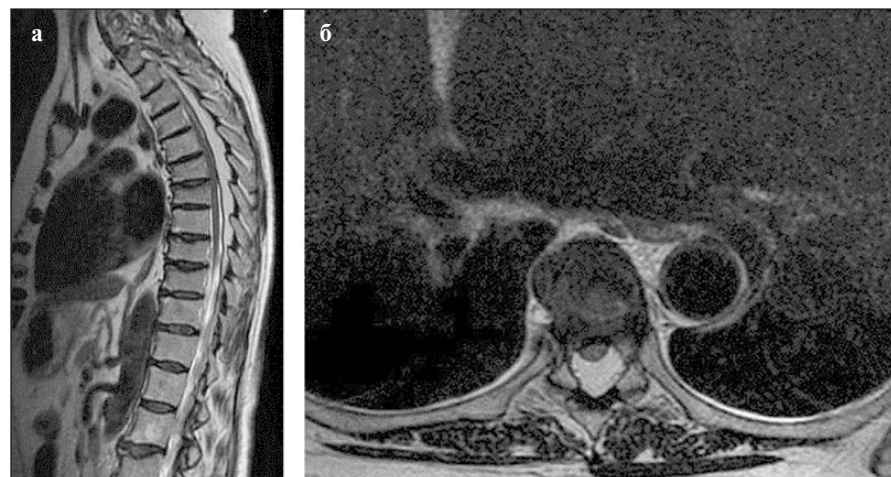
МРТ грудного отдела позвоночника и СМ (ноябрь 2018 г.) в режиме T2-ВИ: а — сагитальная, б — аксиальная проекция на уровне нижнего края тела T_{VII}. Картина утолщения экстрадуральной жировой клетчатки в заднебоковых отделах позвоночного канала с признаками компрессии дурального мешка и СМ
